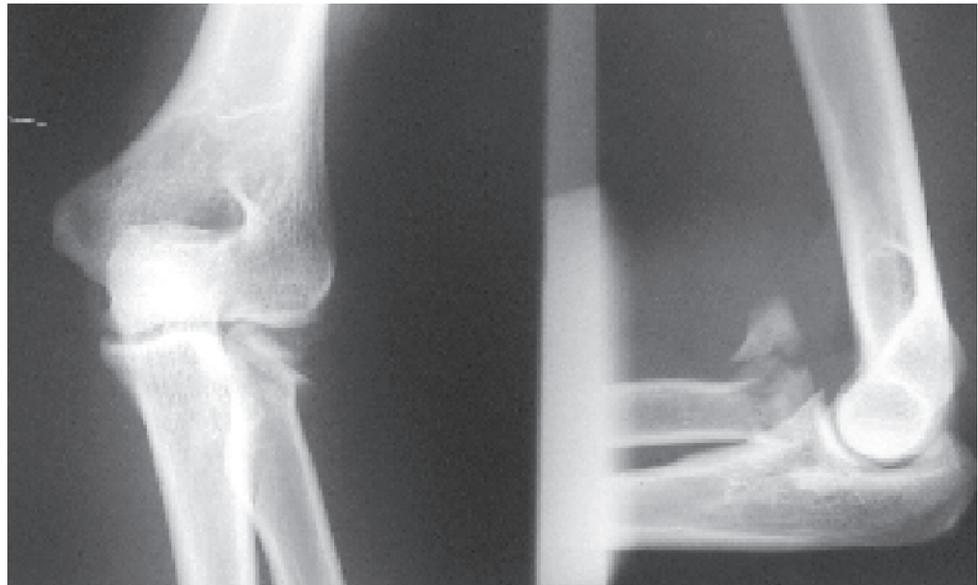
Radiografia de fratura cominuta (Mason tipo III) da cabeça do rádio
